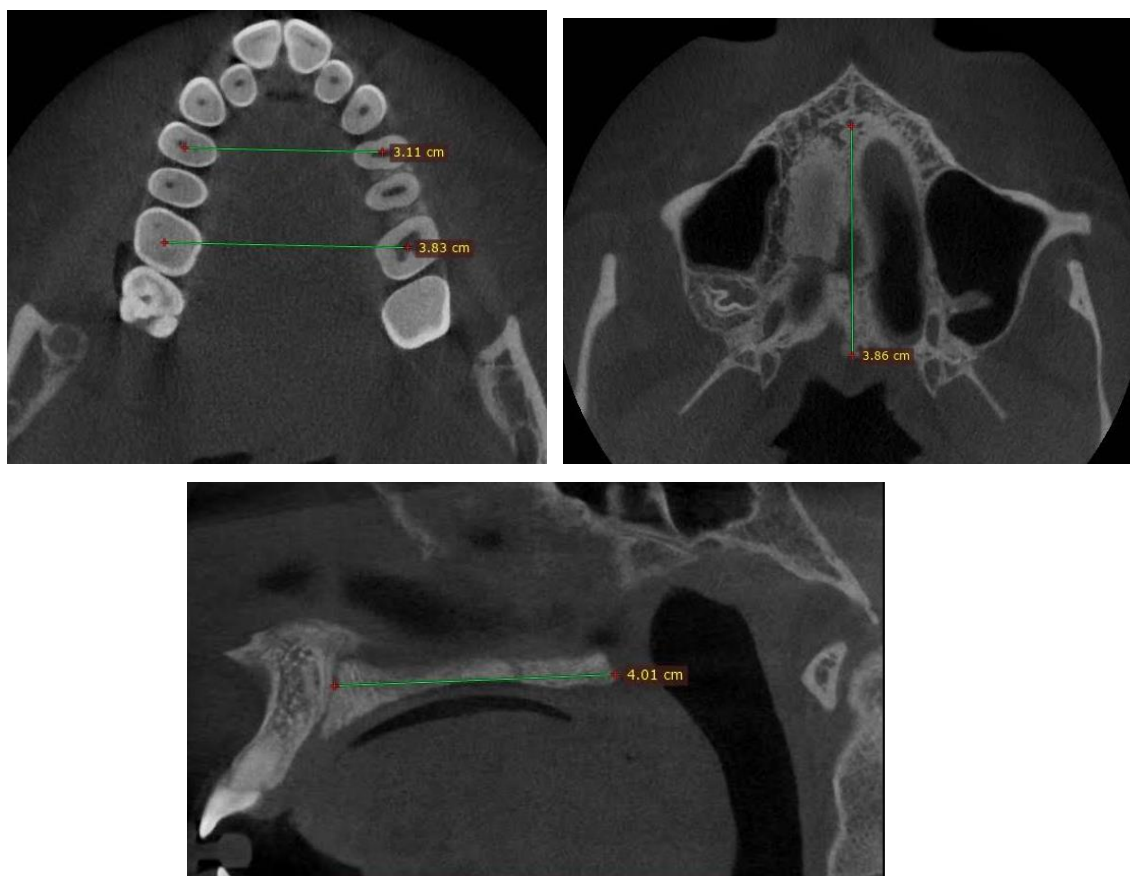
Evaluarea maturării a suturii mediane palatine transversal și sagital după CBCT
